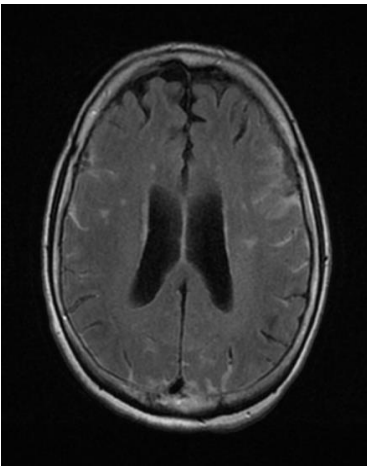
Resonancia magnética cerebral con hallazgos.
